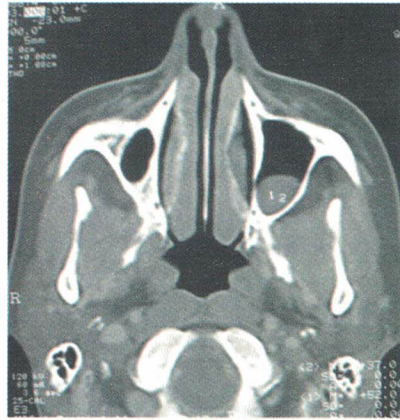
Tomografía con corte axial que muestra el tumor que invade el seno maxilar izquierdo.
